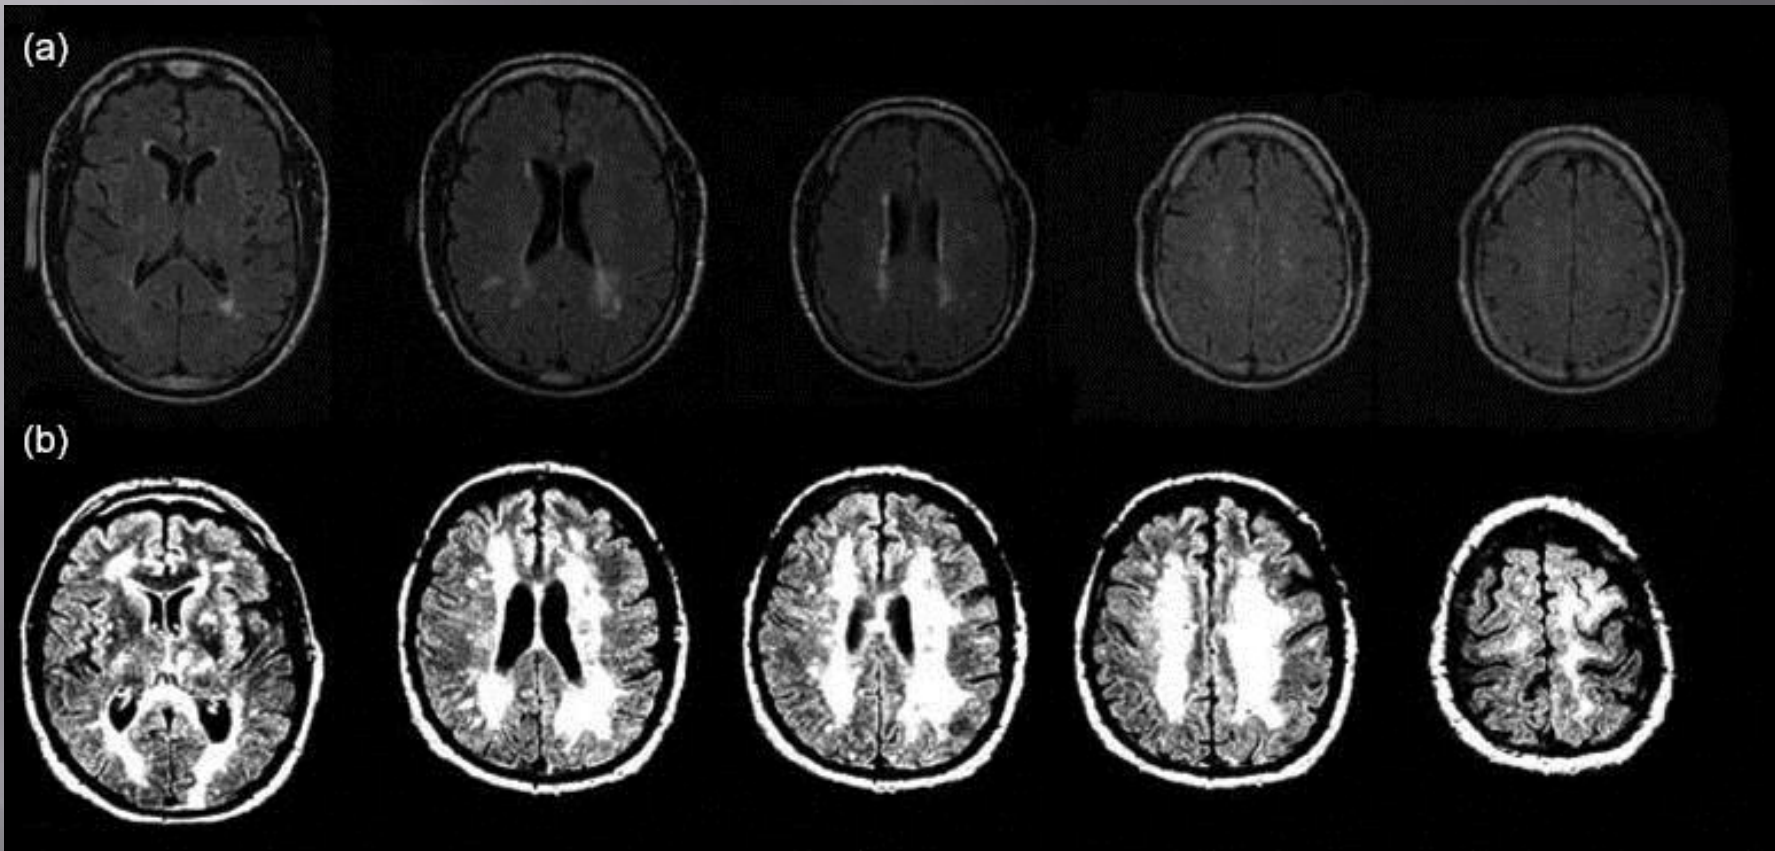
Axial, FLAIR MRI shows multiple foci of abnormal signal intensity that involve the peritrial white matter..
